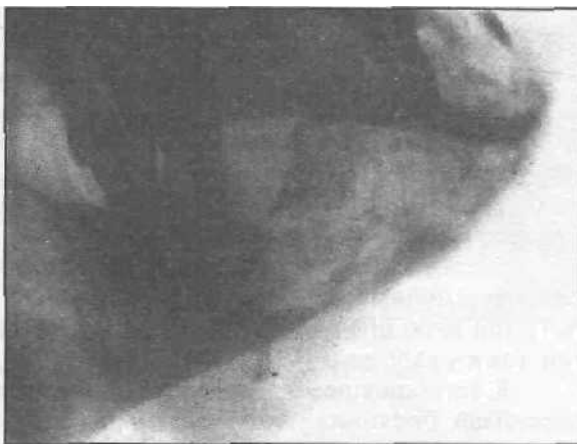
Рентгенографическая картина хондросаркомы нижней челюсти (по данным анамнеза опухоль замечена больным в течение полугода).
